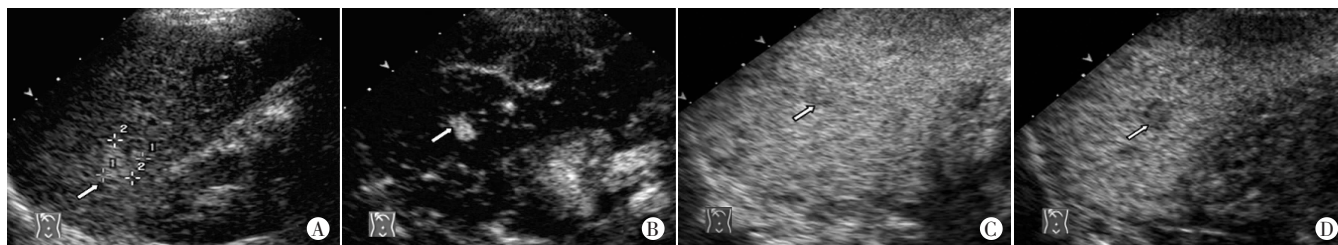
同一肝内胆管细胞癌病灶常规超声及 CEUS 声像图
